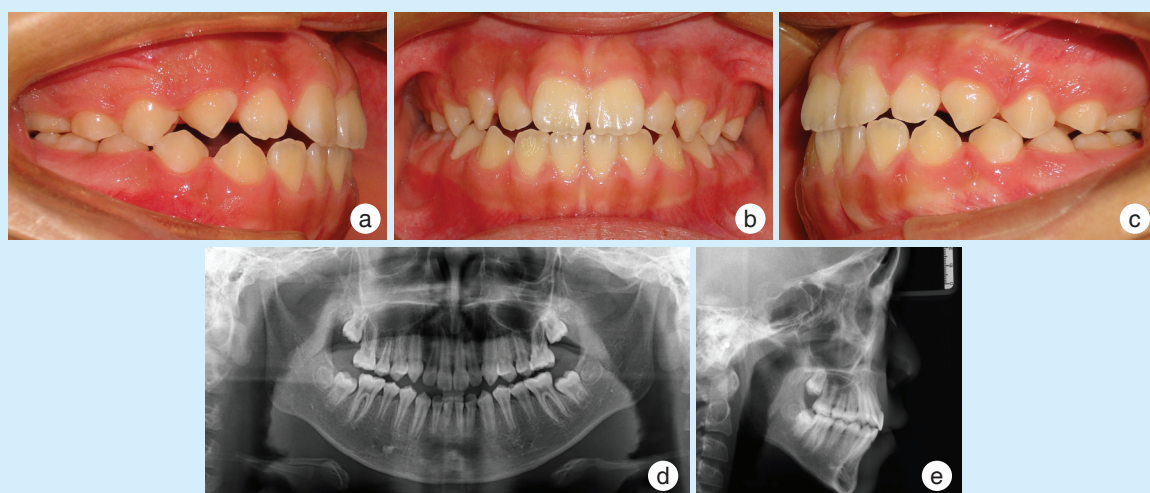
Pre-treatment intra-oral image and X-ray
